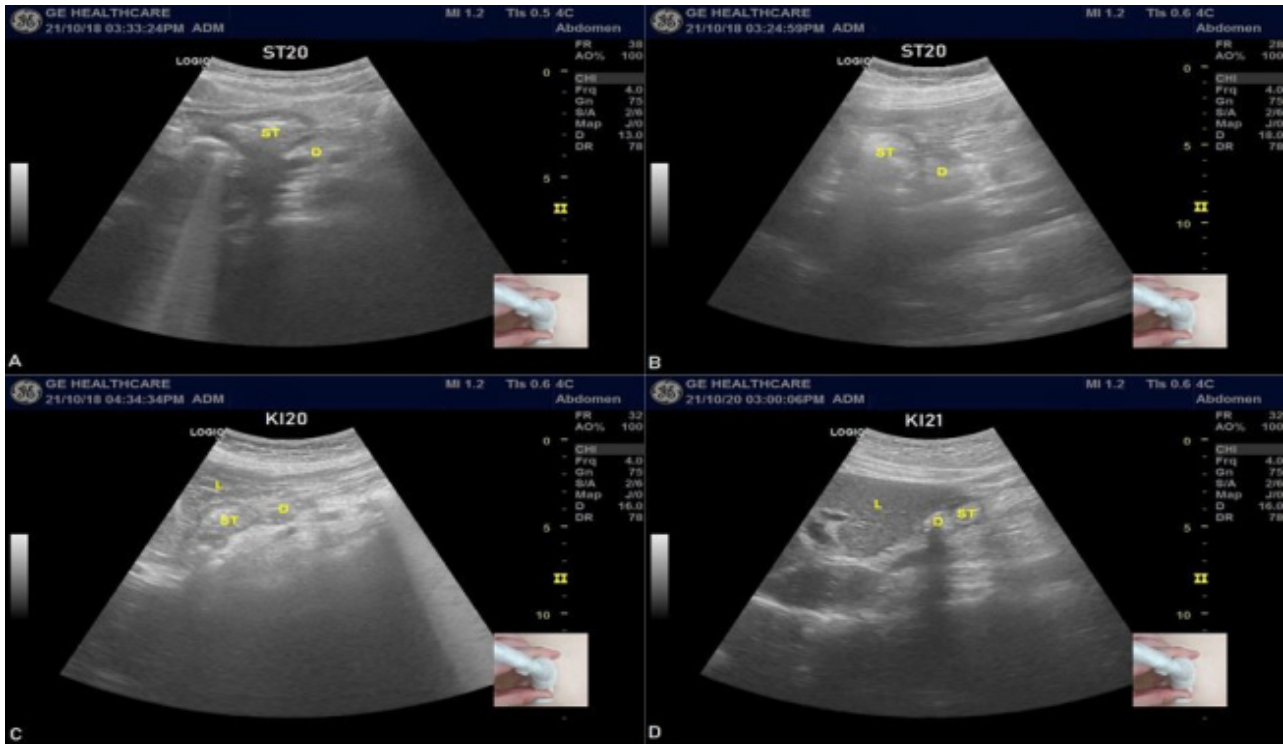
Ultrasound images of the pylorus of the stomach. ST: stomach, D: duodenum, L: liver.
